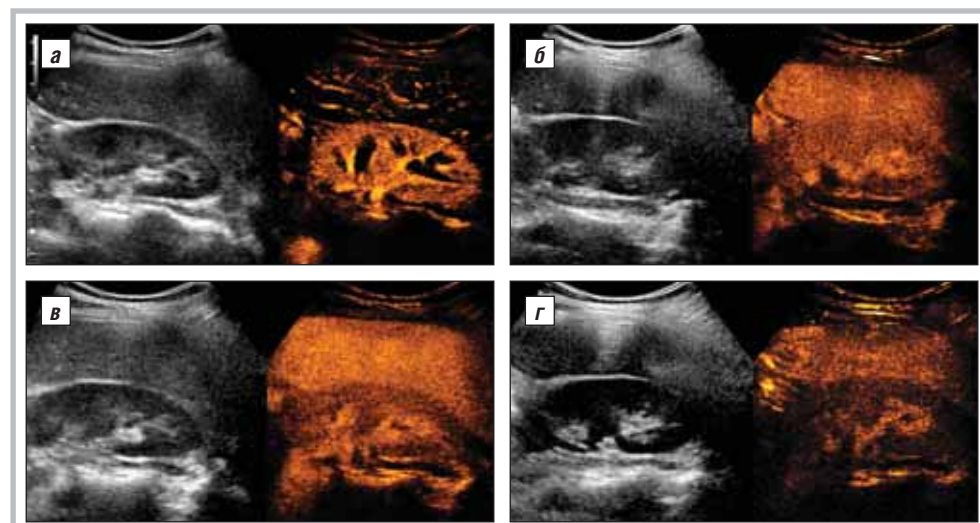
Качественная оценка контраст-усиленного УЗИ почек пациента из 1-й группы без ХБП (а – артериальная фаза, б – венозная фаза) и пациента из 2-й группы с ХБП 4 стадии (в – артериальная фаза, г – венозная фаза)
